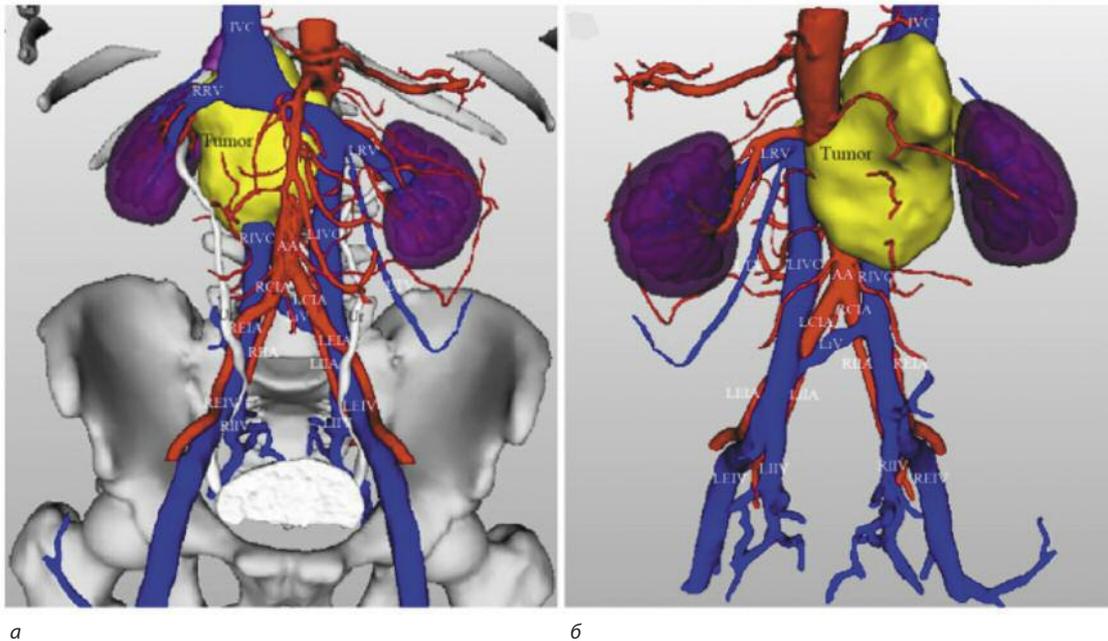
Трехмерная реконструкция двойной НПВ и забрюшинной опухоли на основе данных КТ: а – вид спереди; б – вид сзади.
